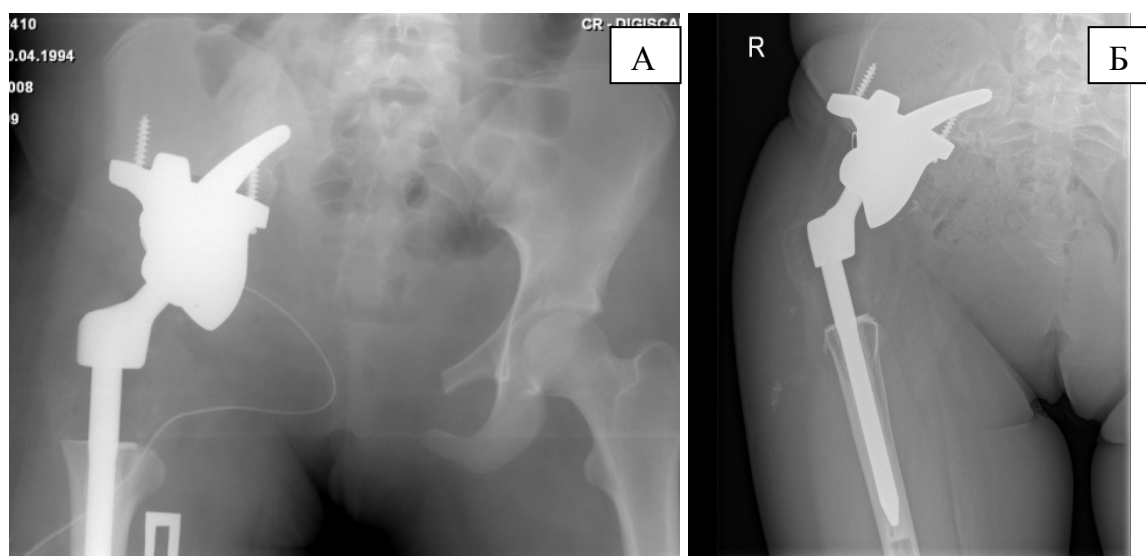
Рентгенограмма таза в прямой проекции больной Т.
